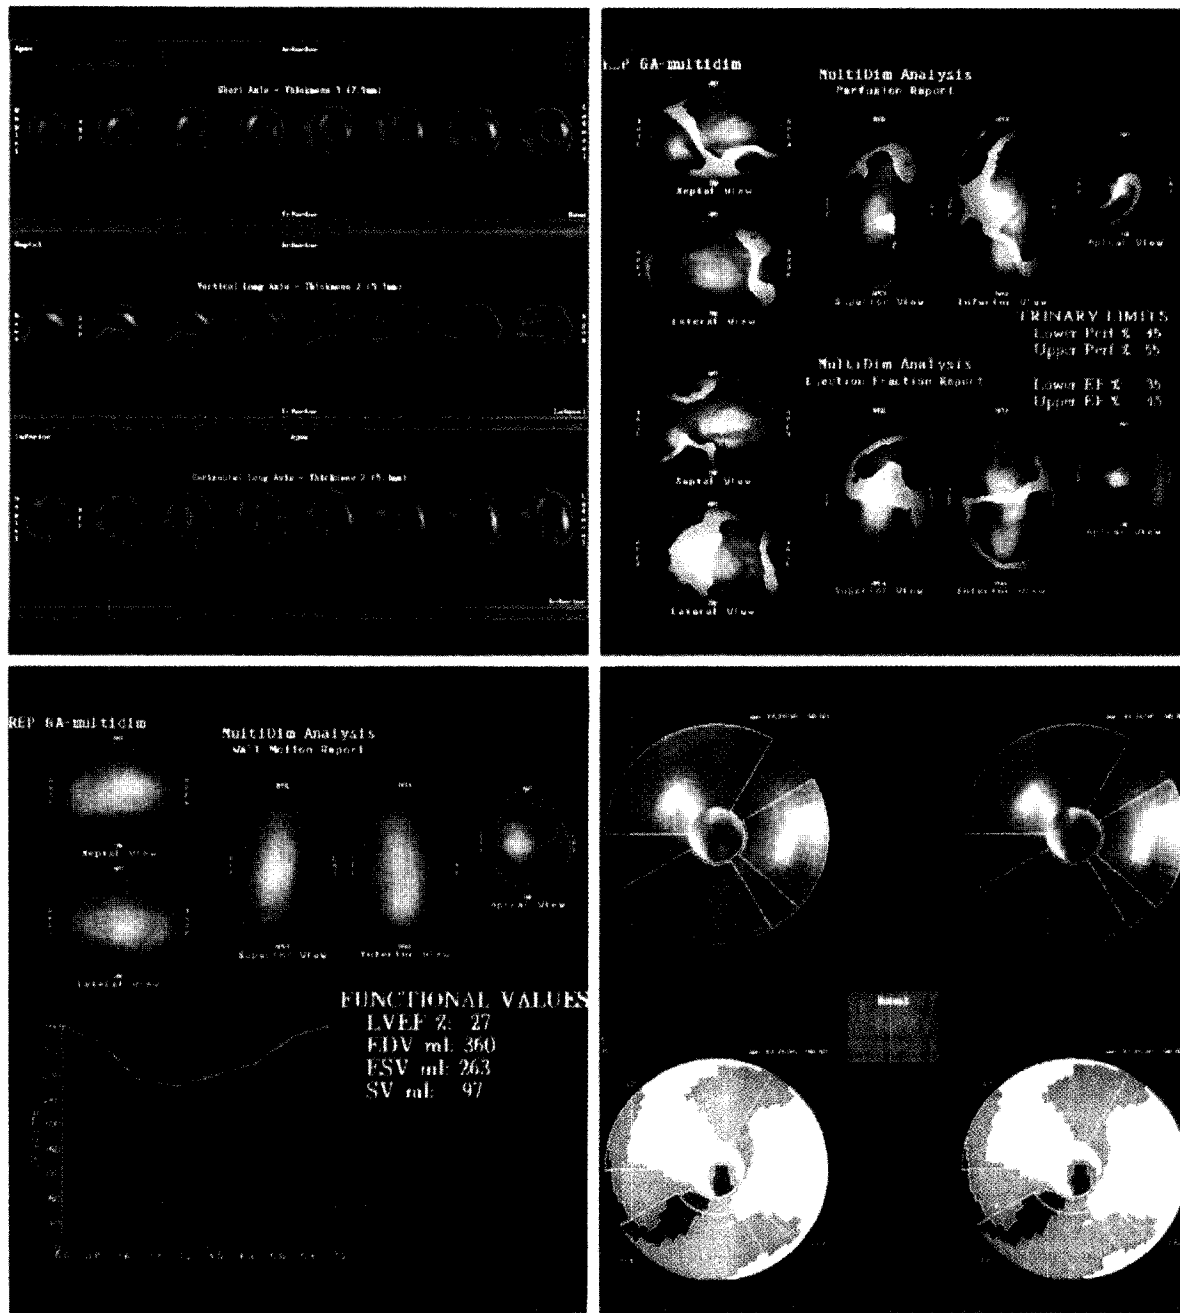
Estudio de perfusión miocárdica SPECT multigatillado con cortes ortogonales (arriba, izquierda), sistema de reconstrucción tridimensional (arriba, derecha), estudio de la función ventricular (abajo, izquierda) y mapa polar (abajo, derecha). Véase la descripción en el texto.
